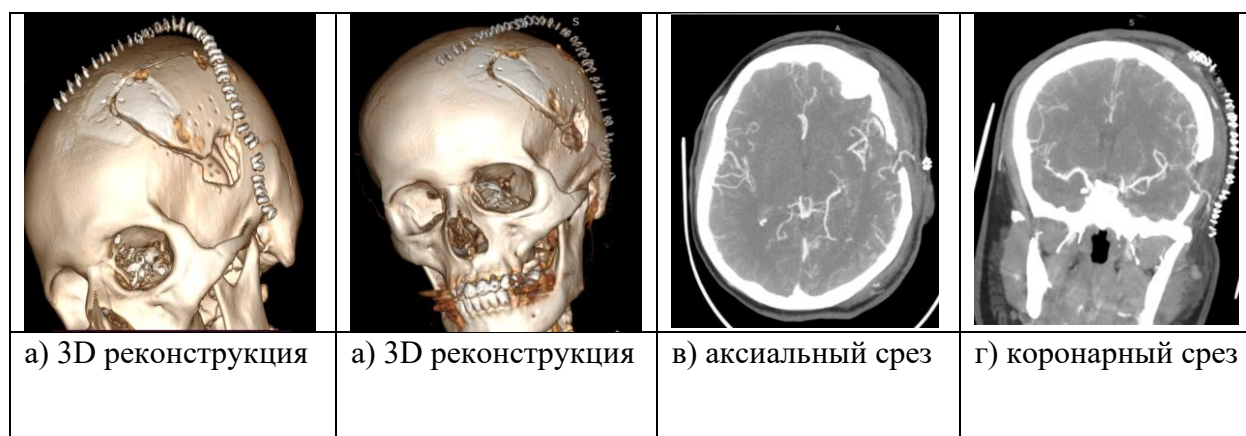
КТ – ангиография сосудов головного мозга на вторые сутки после операции – экстра-интрамикрoанастомоз.
